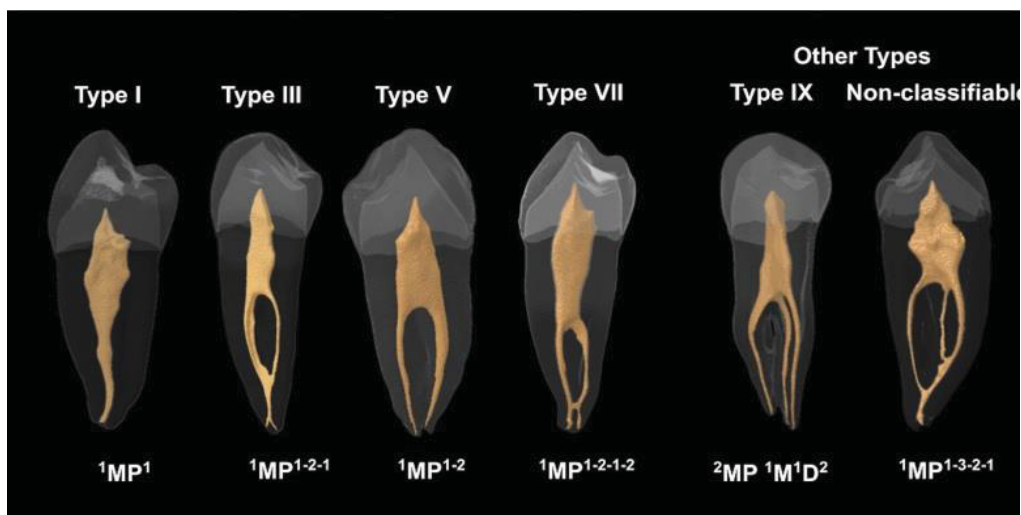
Imágenes de micro-TC que muestra la configuración del conducto radicular de los dientes analizados utilizando los criterios de Vertucci (arriba) y los criterios de Ahmed (abajo). D distal; M mesial; MP primer premolar mandibular. (58)
